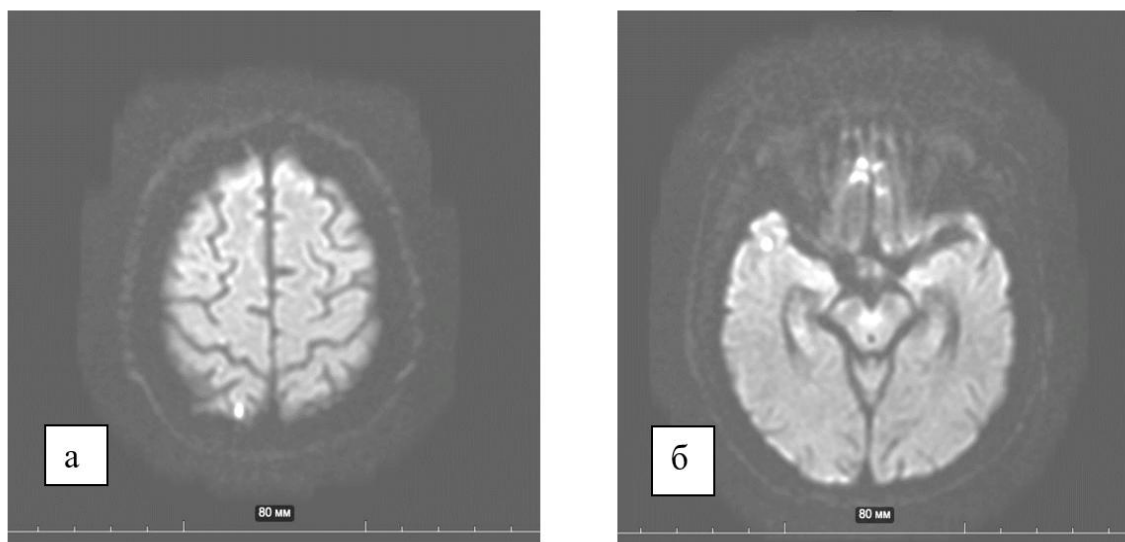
Пациент Г., 52 лет. МРТ головного мозга. Диффузионно-взвешенное изображение (DWI): зона инфаркта в дорсо-медиальном отделе правой затылочной (а) и правой височной (б) долях
